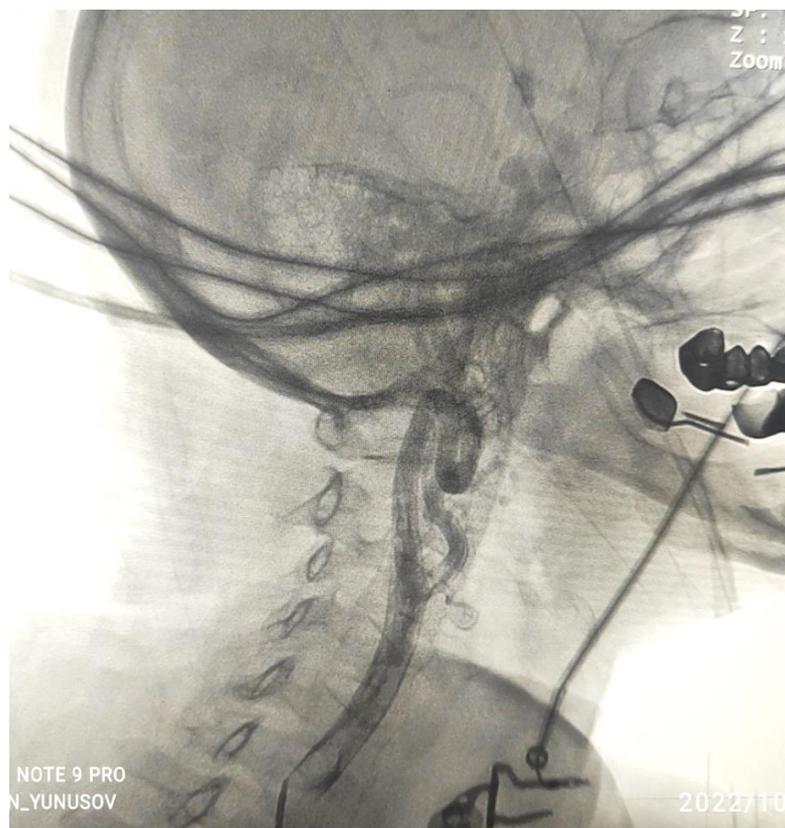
Рентгеноконтрастная ангиография левой общей сонной артерии. Визуализируется кинкинга левой внутренней сонной артерии.
